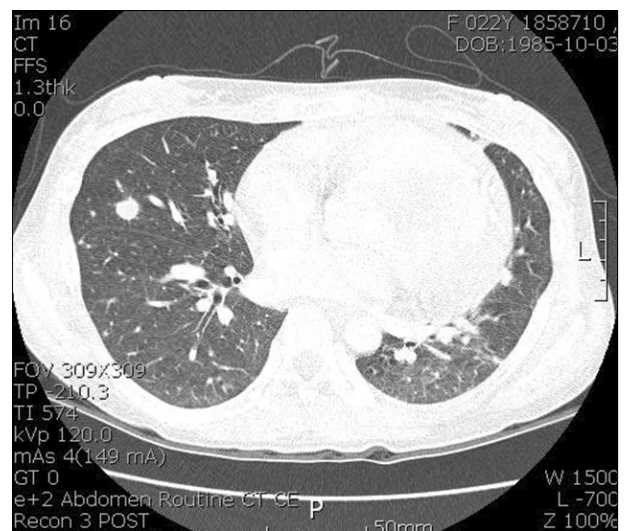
Thoracic computed tomography showing nodular lesions in the right lung parenchyma which was suggestive of fungal infection.
